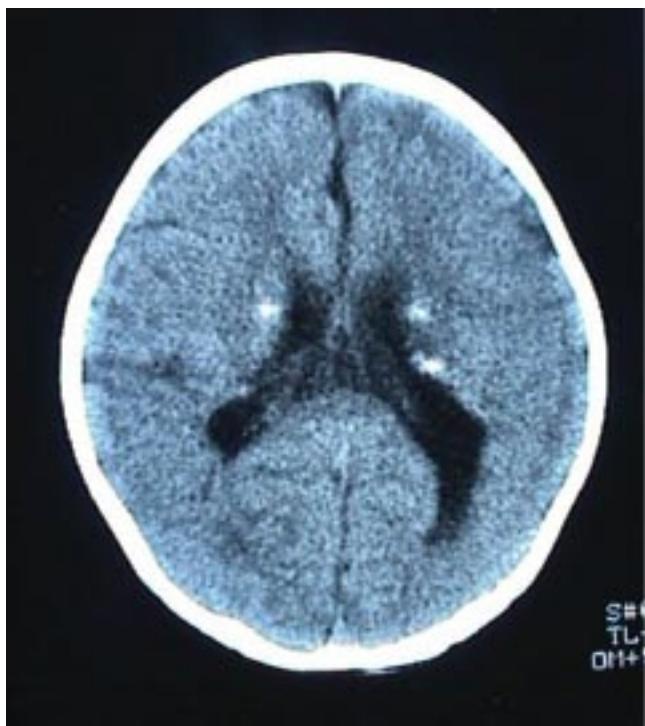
Tomografía axial computarizada donde se aprecian las calcificaciones paraventriculares características de las ET.
